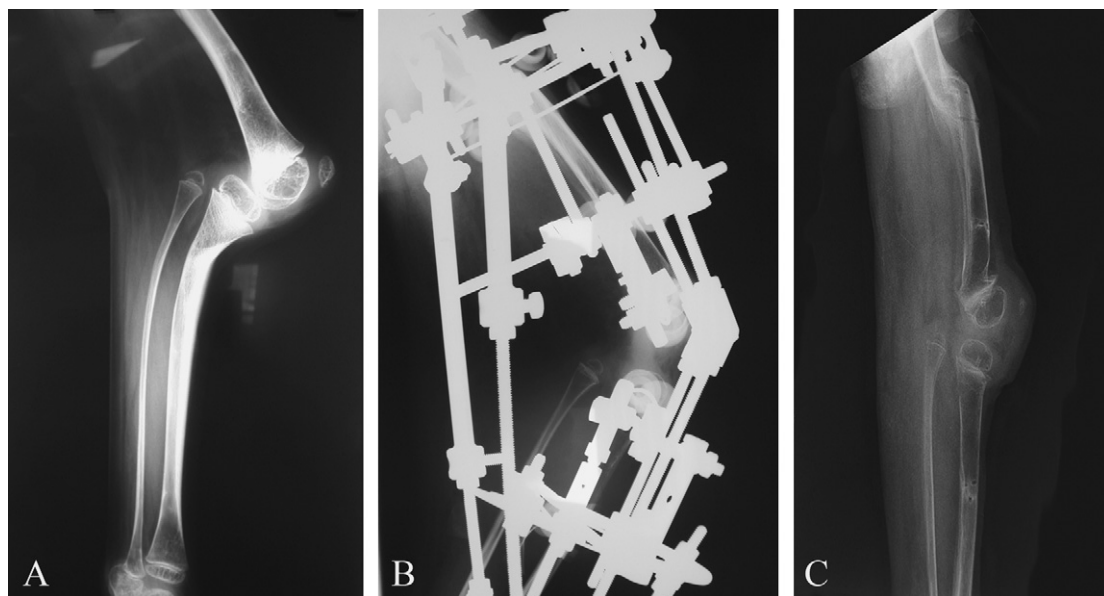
Patient 1 : contrôle radiologique préopératoire (A), en cours d'allongement (B) et en fin d'allongement (C). Notez sur la première radiographie l'existence d'un recurvatum tibial, puis sur la dernière radiographie l'existence des stigmates de complications survenues en cours d'allongement: Fracture de la diaphyse fémorale et déformation métaphysaire du fémur et du tibia, conséquence de décollements épiphysaires.
